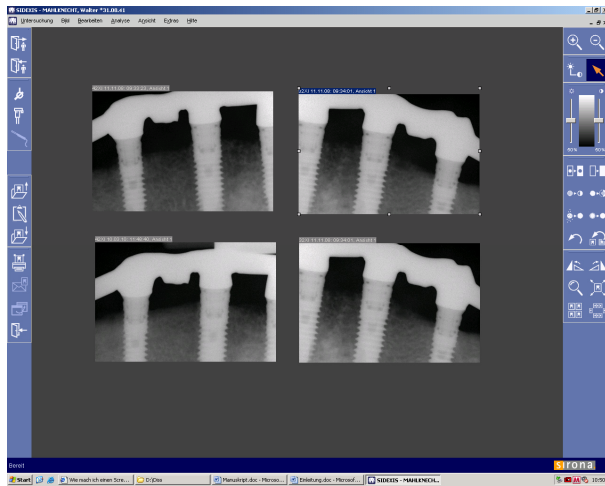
Kleinbildröntgen regio 32, 34, 42, 44
